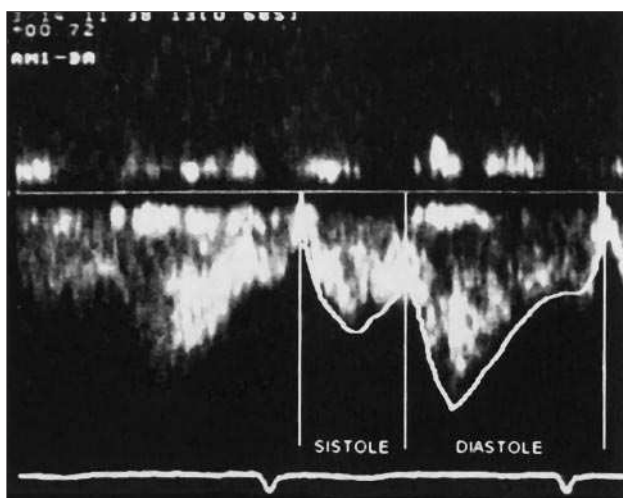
Registro Doppler de la velocidad del flujo de un injerto de AMI normofuncionante. El flujo se adapta a las resistencias vasculares del territorio coronario, por lo que es predominantemente diastólico.
